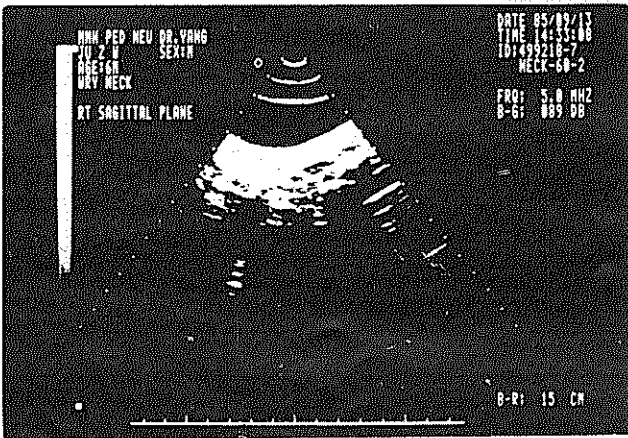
經過治療，5 個月後再以超音波追蹤調查顯示已無明顯之低密度腫塊，其超音波圖形已接近正常。
